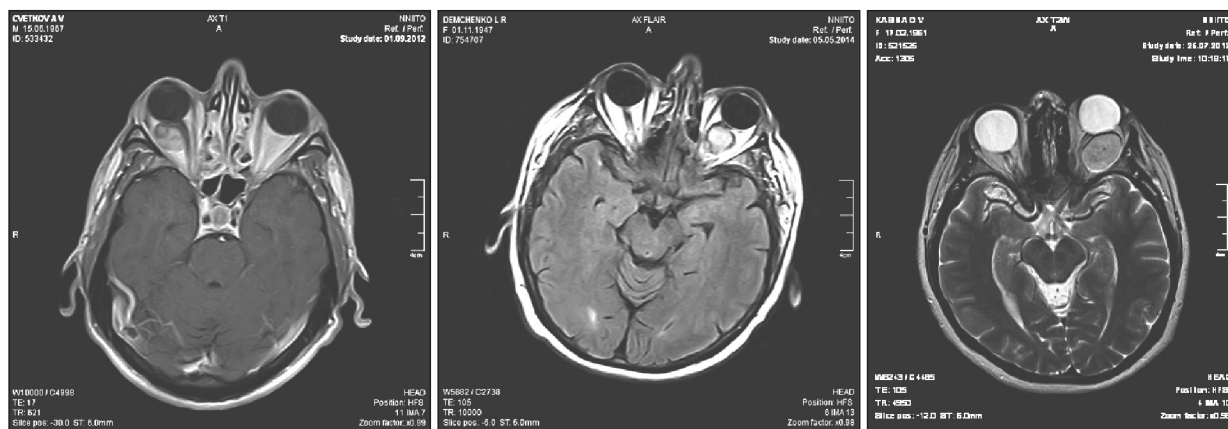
МРТ-изображения головного мозга и орбит (аксиальные срезы) трех пациентов до оперативного вмешательства
